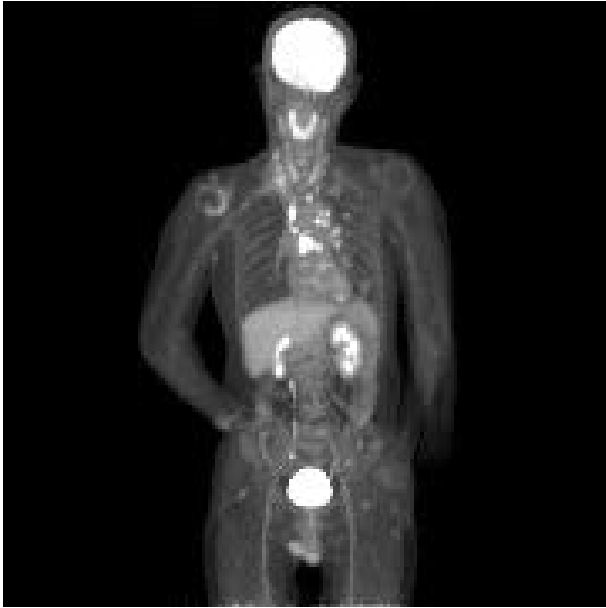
PET-CT. Metastasis to mediastinum lymph nodes was shown.
